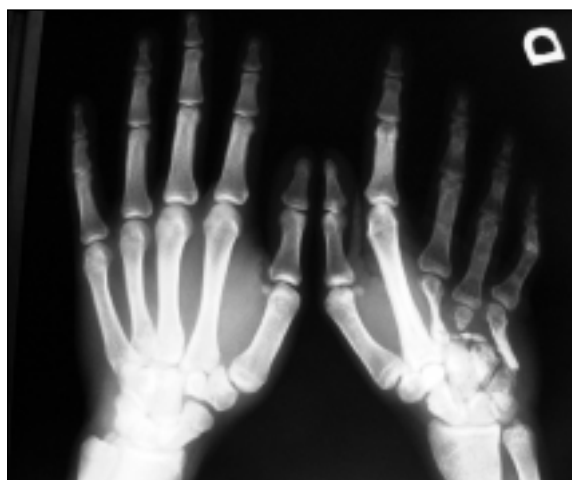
Radiografias das mãos do doente à data do diagnóstico, com evidente desaparecimento quase total dos 3º, 4º e 5º metacarpos.
